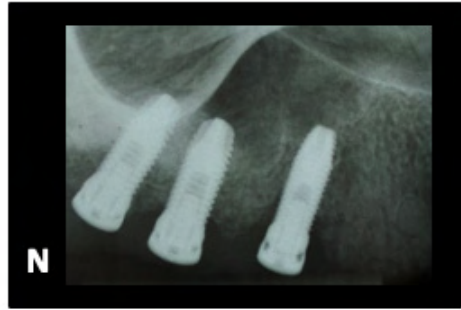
Sutura interrompidas simples (M). Radiografia periapical de controle após 3 meses. Observar a radiopacidade ao redor de todos os implantes (N).
